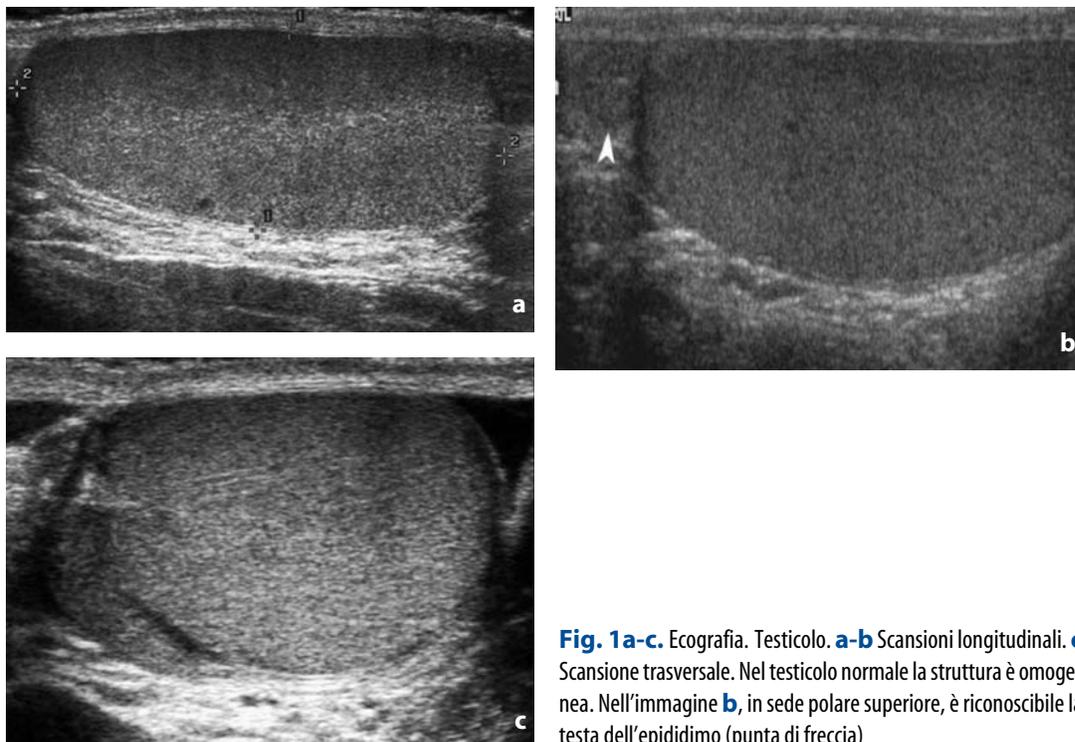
Ecografia. Testicolo. a-b Scansioni longitudinali. c Scansione trasversale. Nel testicolo normale la struttura è omogenea. Nell'immagine b, in sede polare superiore, è riconoscibile la testa dell'epididimo (punta di freccia)
